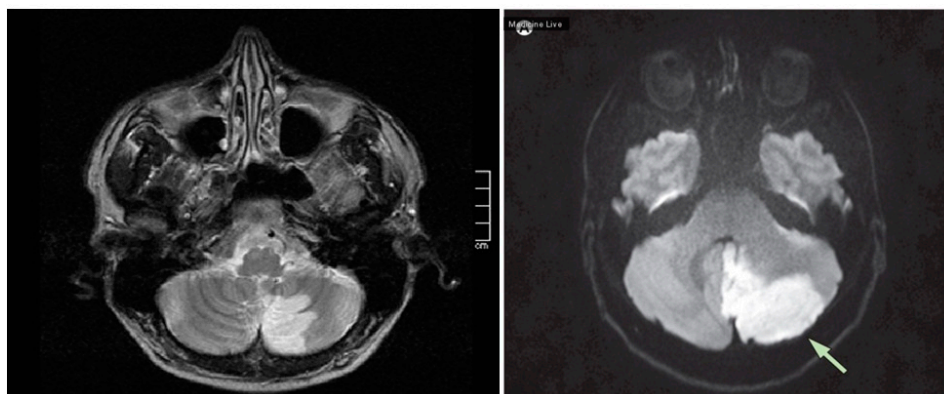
МРТ больной К., 74 года. Инфаркт левой гемисферы мозжечка бассейн ЗНМА
